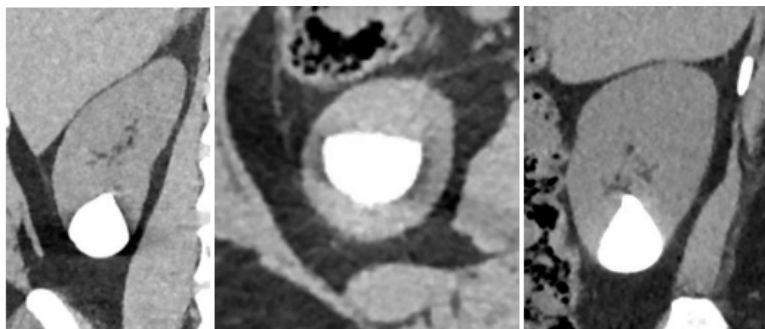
Серия прицельных томографических изображений правой почки, выполненных в разных позициях пациента и плоскостях сканирования. Отмечается сообщение изображения полости дивертикула узким коротким каналом с чашечно-лоханочной системой почки и горизонтальный разделительный уровень между жидкостной и высокой рентгеновской плотности кальцинированной структурой содержащего в полости дивертикула
